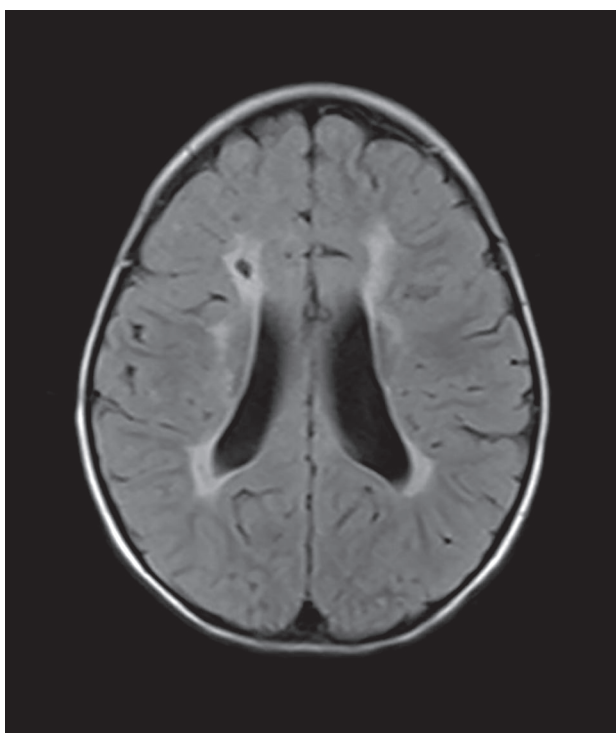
Магнитно-резонансная томограмма пациентки М. (возраст 8 лет)
